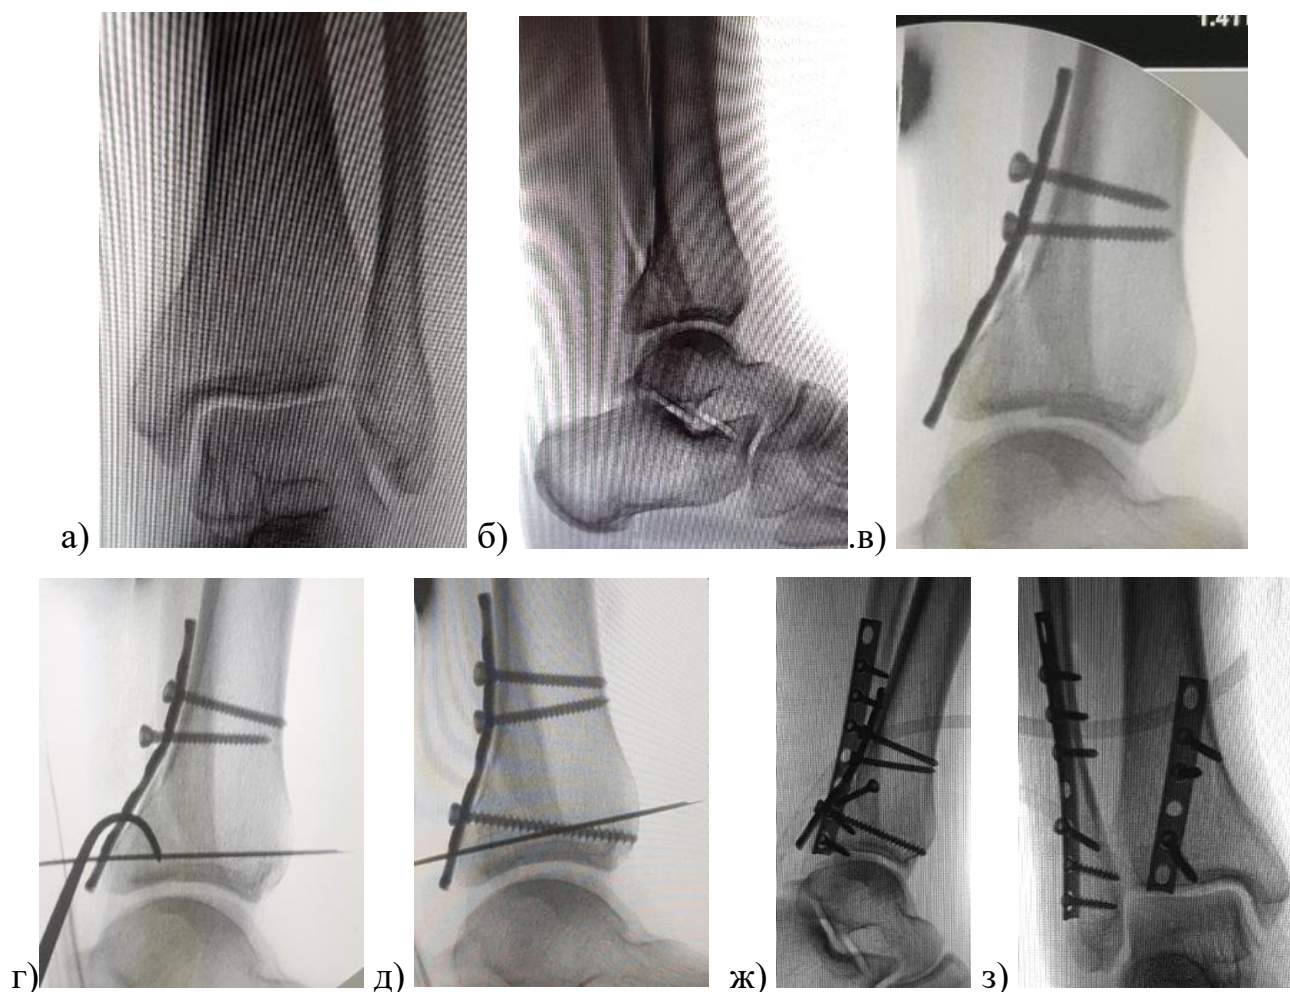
Перелом области голеностопного сустава типа 44-В3 с вовлечением заднего края ББК у пациента Ш. 43 лет: а, б – первичные рентгенограммы, в, г, д – этапы репозиции и фиксации ЗКББК, ж, з – послеоперационные рентгенограммы – фрагмент ЗКББК фиксирован опорной пластиной и тремя винтами.
